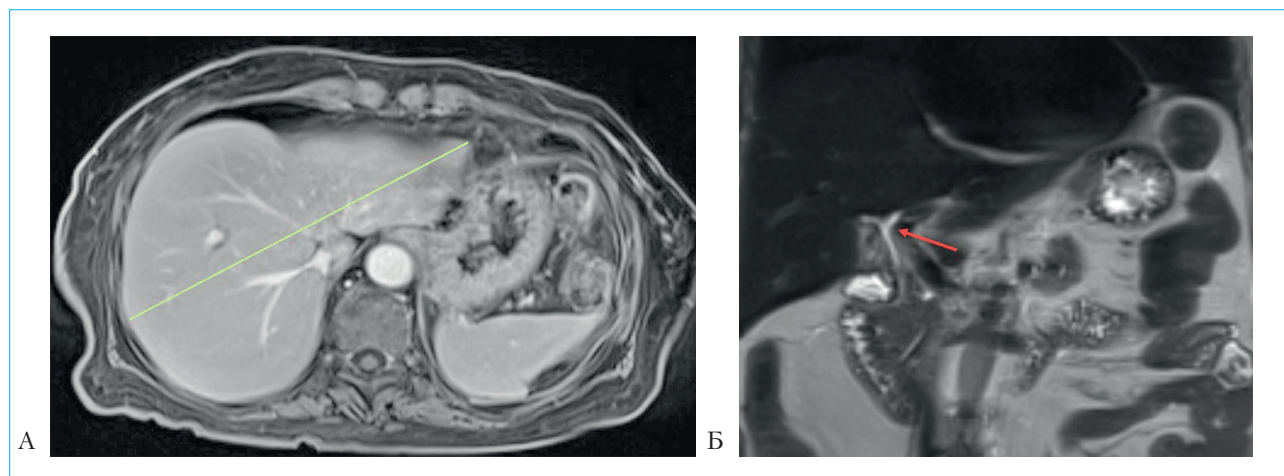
МРТ печени с гепатотропным контрастом (примовист). Печень (кососаудальный размер до 14 см) и селезенка не увеличены в размерах. В гепатоспецифическую фазу на 18 мин после введения контрастного препарата экскреции контрастного препарата в желчные протоки и просвет желчного пузыря не получено (А). МРХПГ. Холедох до 5 мм, прослеживается на всем протяжении. Внутри- и внепеченочные желчные протоки не расширены (красная стрелка: холедох и долевые протоки) (Б)
